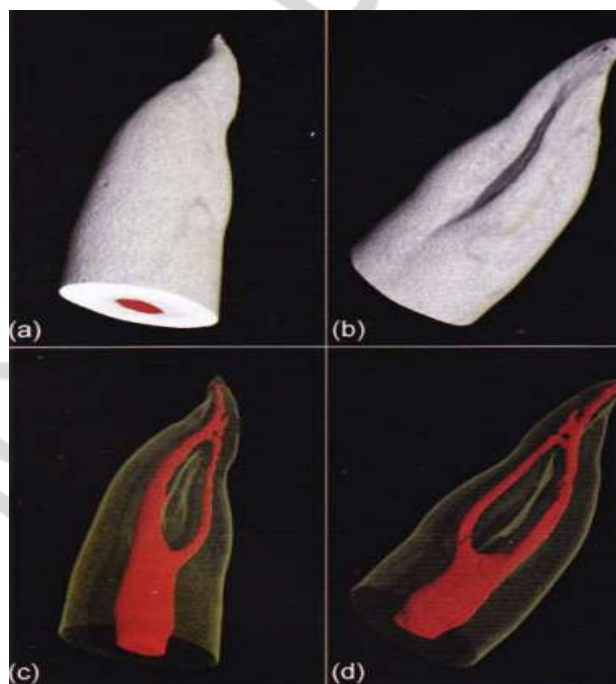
(а, b) – Данные микро-КТ верхнего премоляра визуализация наружной поверхности корня с мезиальной инвагинации, (с, d) – визуализация внутренней анатомии корней
